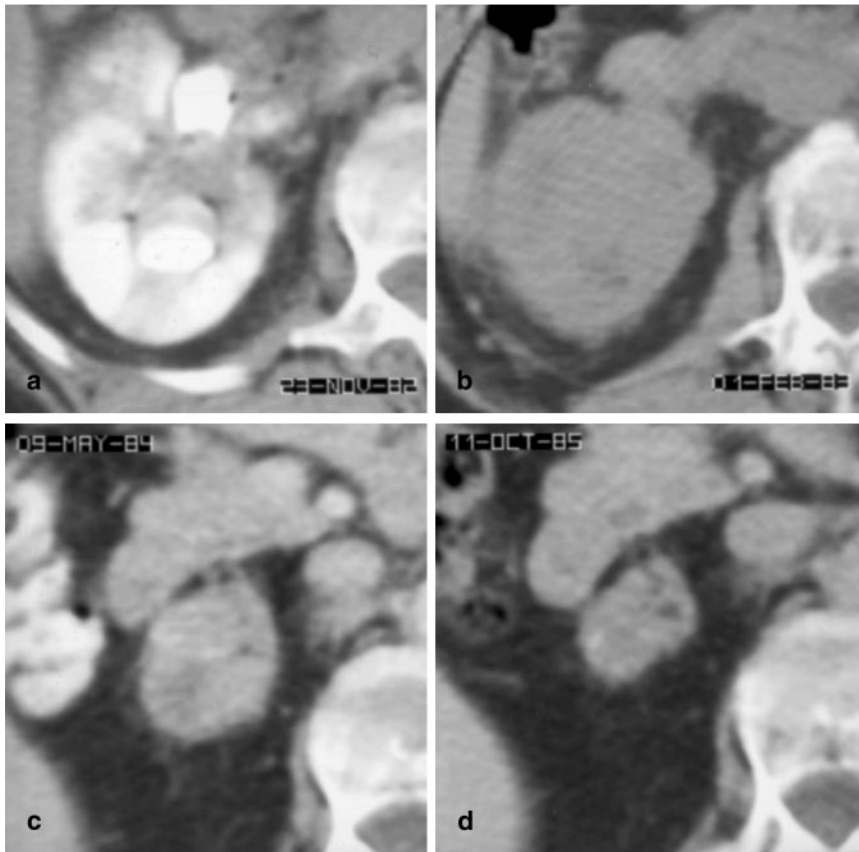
d ▲ Langzeitverlauf nach palliativer Embolisierung eines rechtseitigen Nierentumors T3aN0Mx einer zum Zeitpunkt der Intervention 63jährigen Patientin. Die initiale CT zeigt den zentralen Tumor mit Infiltration des perirenenalen Fetts (a). Die Kontrollen nach 2 Monaten (b), 15 Monaten (c) und 35 Monaten zeigen im Verlauf eine massive Schrumpfung der tumortragenden Niere. Die Patientin ist noch heute, 16 Jahre nach der Intervention, am Leben
